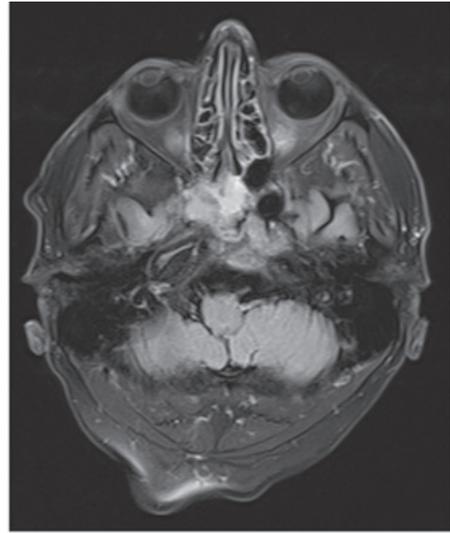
Postoperativna CT snimka nakon ekscizije klivusa meningeoma transpetrosnim pristupom
